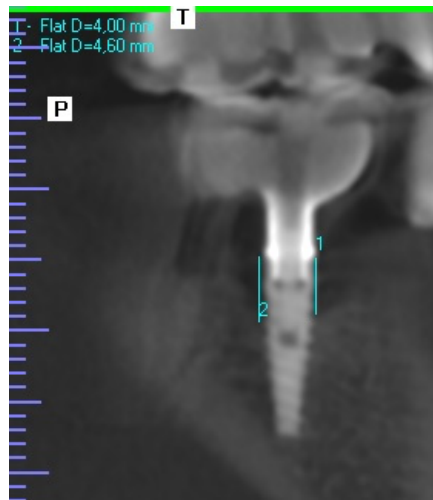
Secțiune mezio-distală pe tomografia computerizată cu fascicol conic
